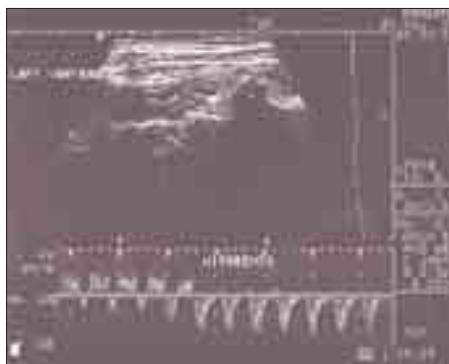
Eco-Doppler de troncos supraaórticos proximales de arteria vertebral izquierda que muestra inversión de flujo tras la realización de una hiperemia de brazo izquierdo.
